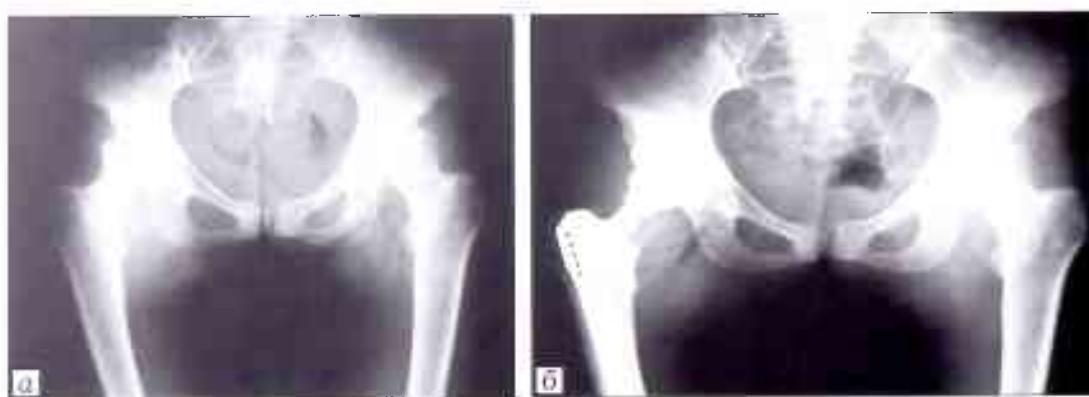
Рентгенограммы до (а) и после (б) эндопротезирования правого тазобедренного сустава.
